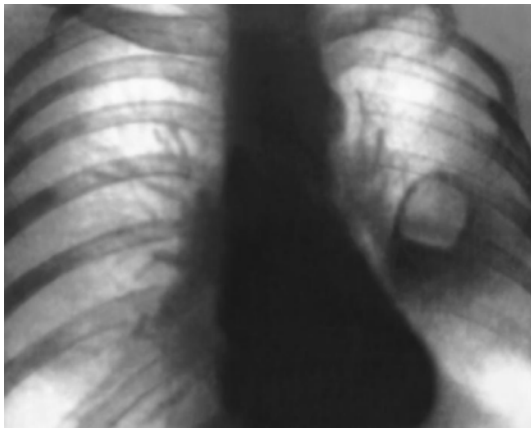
Рентгенограма хворої.
